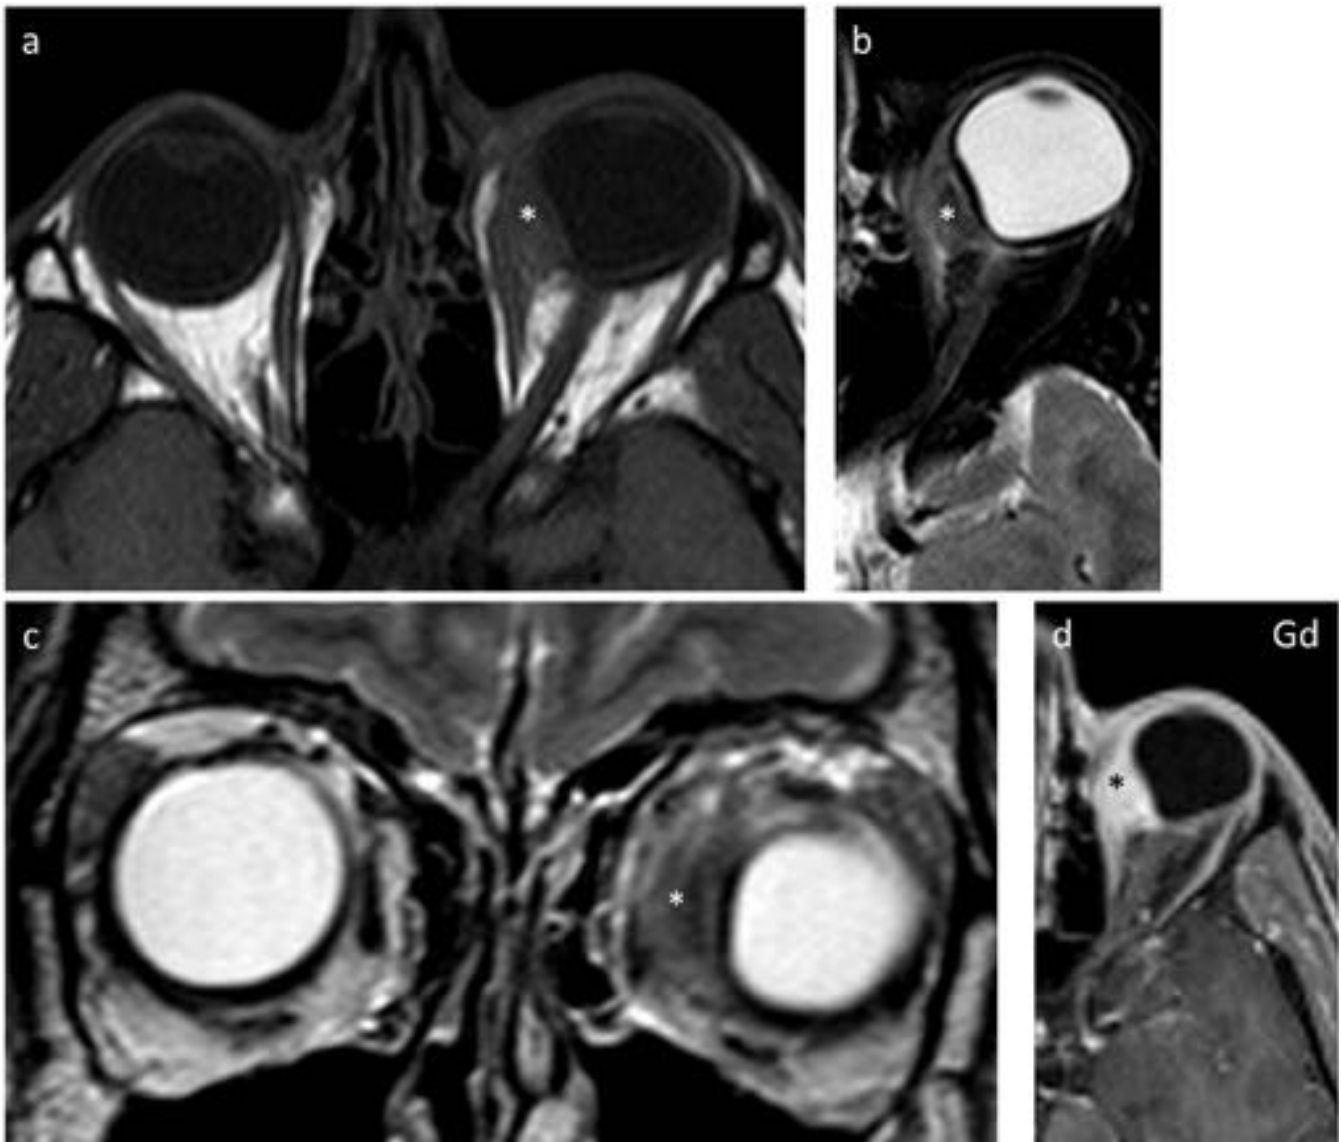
Caso-2: Imágenes de resonancia magnética en cortes axial (a, b y d) y coronal (c). Se aprecia una masa en la región medial de la órbita izquierda de localización intraconal, hipointensa en secuencias potenciadas en T1 (a) y T2 (b y c). Presenta realce homogéneo tras la administración de contraste (d). Hallazgos compatibles con enfermedad inflamatoria idiopática de la órbita.
